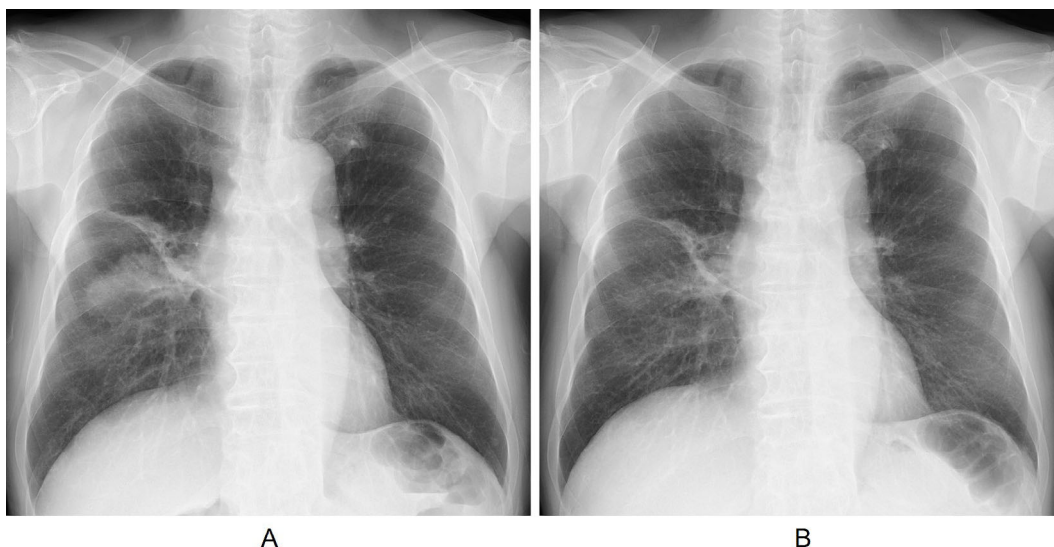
Before treatment with osimertinib, chest X-ray showed a consolidation shadow in the right middle lung field (A). At 8 weeks after the start of treatment, the shadow had shrunk.
